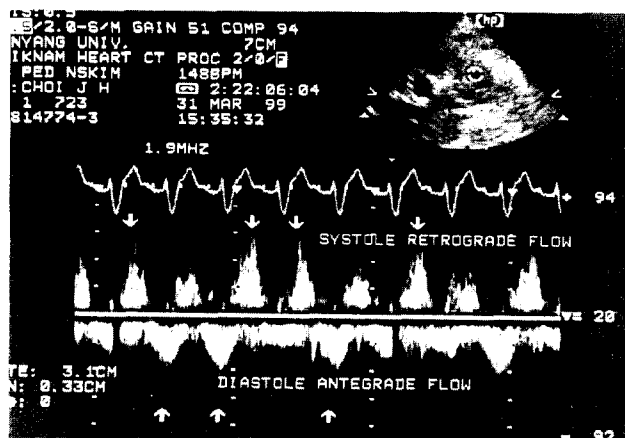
Pulsedwave doppler of the left superior vena cava
